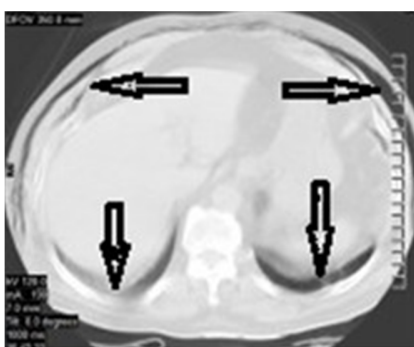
TAC simple de abdomen (cortes axiales a 7mm). Presencia de enfisema subcutáneo en la pared abdominal.
